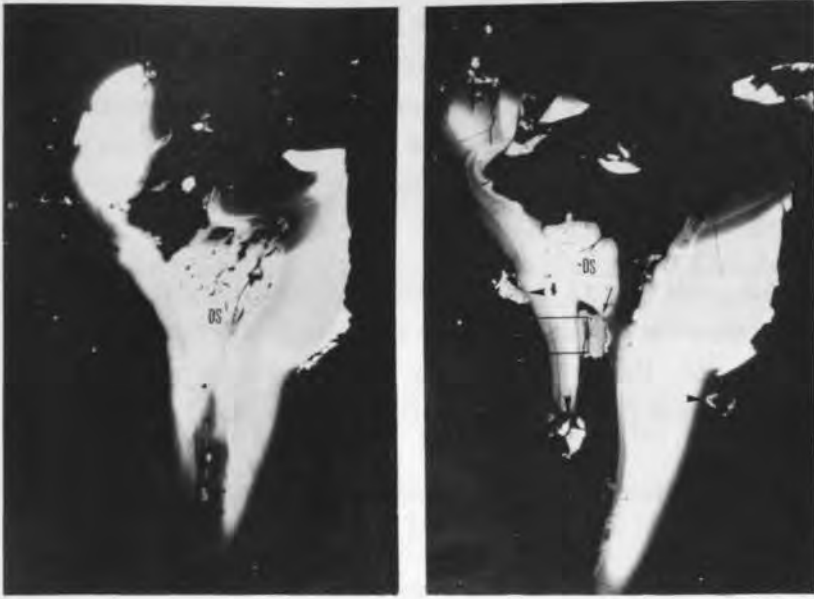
Microradiographies de deux coupes vestibulo-palatine passant par la racine palatine de la seconde molaire temporaire supérieure gauche (a: $\times 8,2$; b: $\times 11$). Cavités pulpaires camérale et radulaire renfermant de la dentine secondaire (DS) ainsi qu' une calcification d' aspect microlacunaire avec une striation radiaire autour d'un centre radio-transparent localisée dans la partie cervicale (flèche). Noter la présence de calcification parodontales (tête de flèche).
